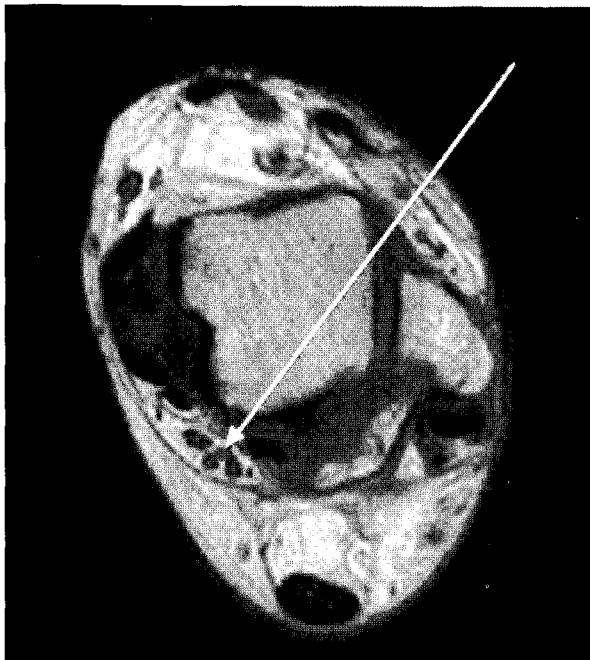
Dilated tibial vessel in tarsal tunnel was found in MRI, but definite space occupying lesion was not shown.
